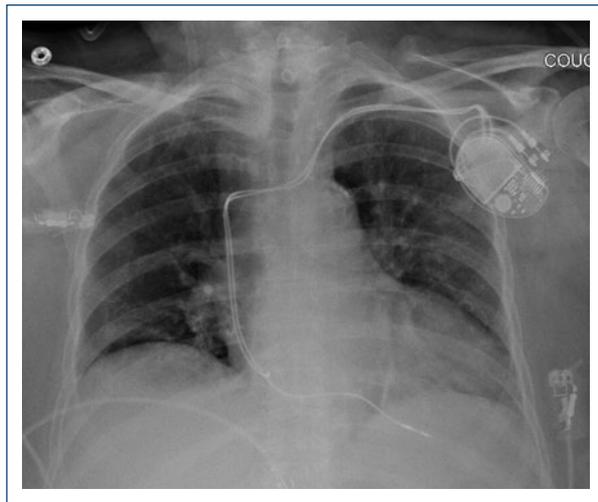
Radiografía de tórax luego de la colocación de un nuevo marcapasos. Couche: acostado en francés.
